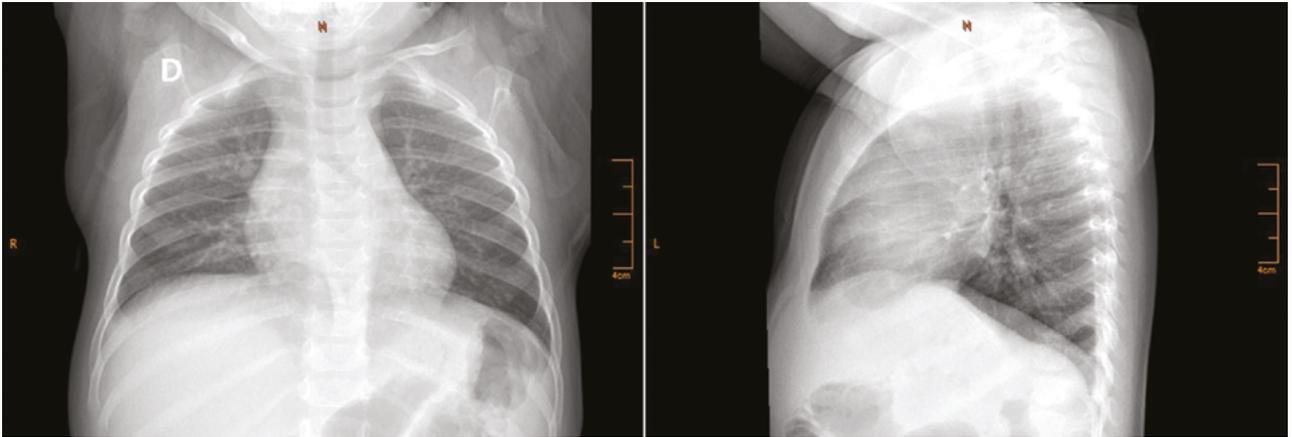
Radiografía de tórax en primer ingreso a urgencias
